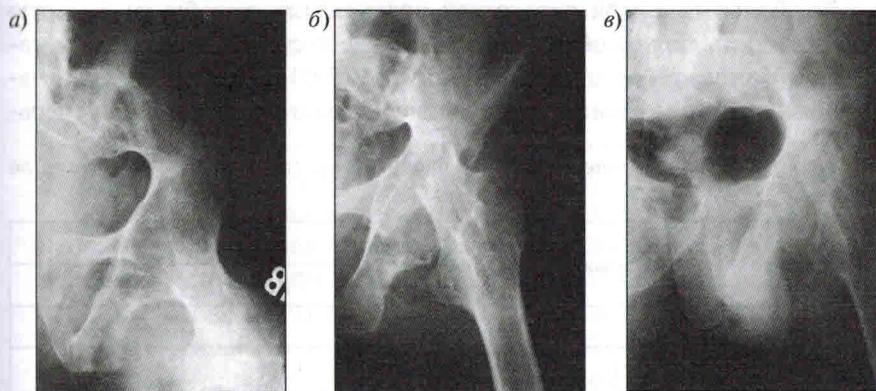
Рентгенограммы больного С., 34 лет: а – костный анкилоз левого тазобедренного сустава в порочном положении; б – непосредственный результат резекционной артрапластики левого тазобедренного сустава; в – отдаленный результат через 5 лет после операции
